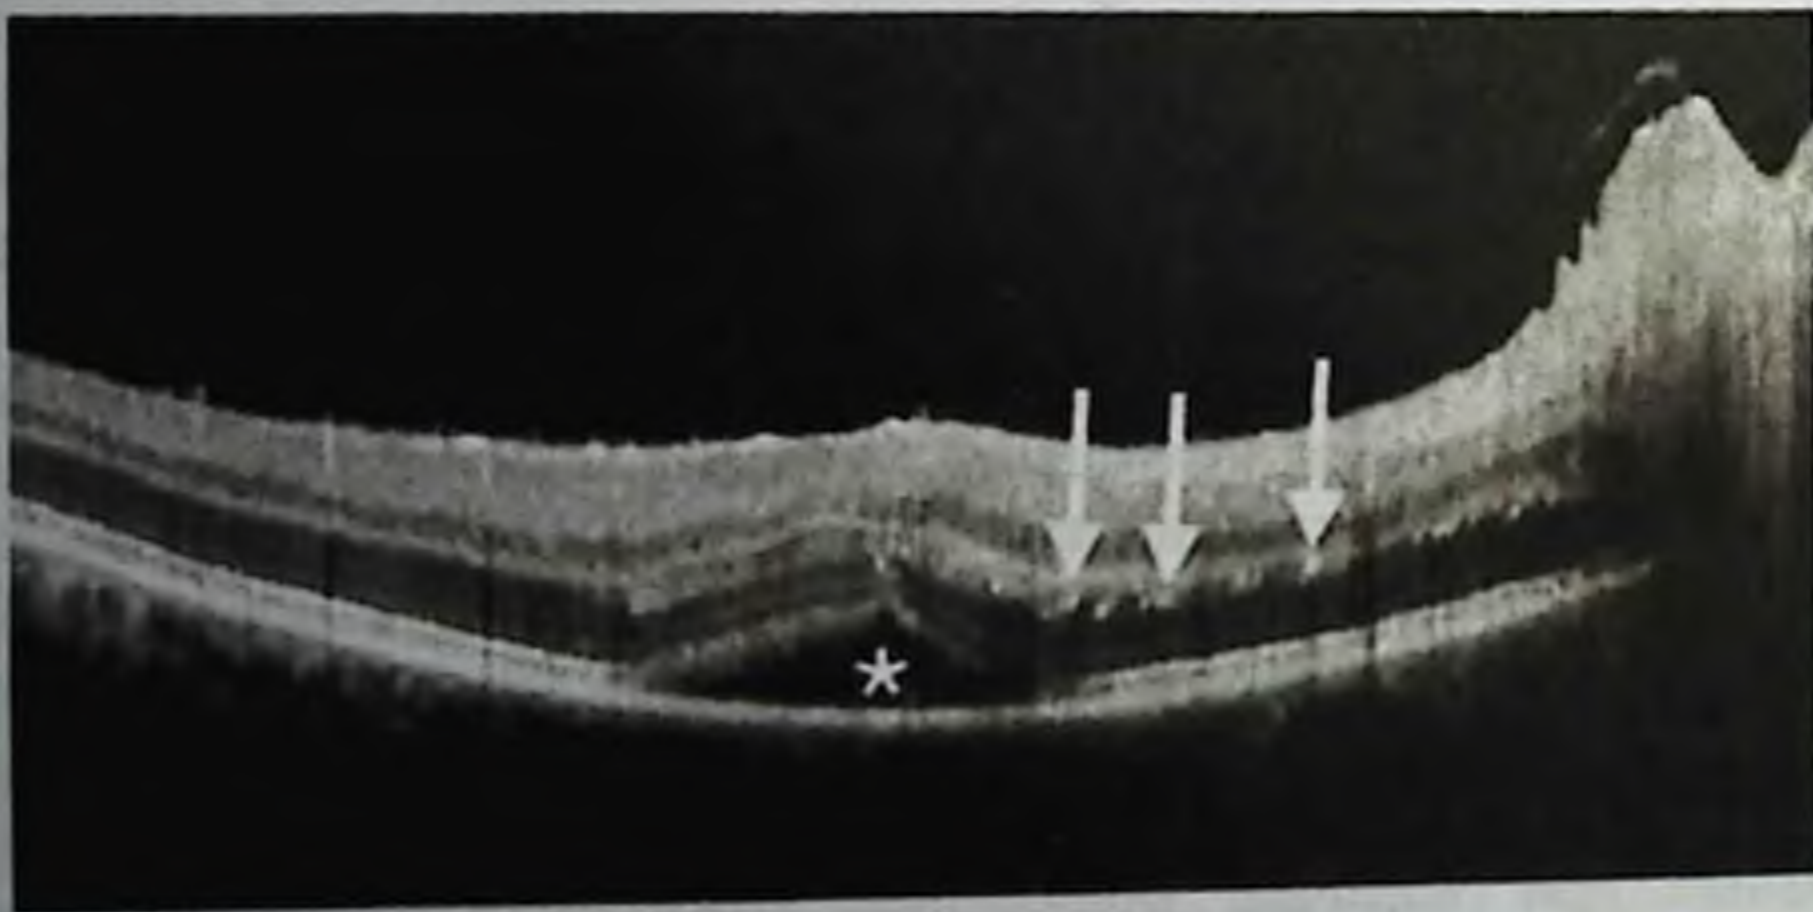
На данном рисунке представлены данные оптической когерентной томографии при нейроретините. Отдельные области высокой рефлексивности видны в слое нервных волокон Генле, что соответствует ретинальным экссудатам (указано стрелками). Субретинальная жидкость (указана звездочкой)
